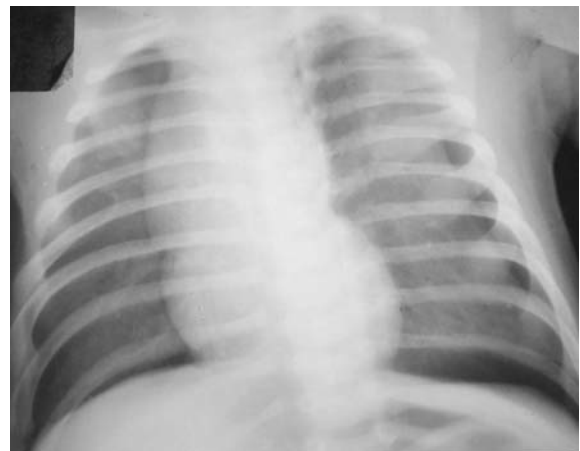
Рентгенограма ОГК хв. Т., 10 міс. Лівобічний пневмоторакс з невеликою кількістю повітря. Збільшення правої частки загруднинної залози
